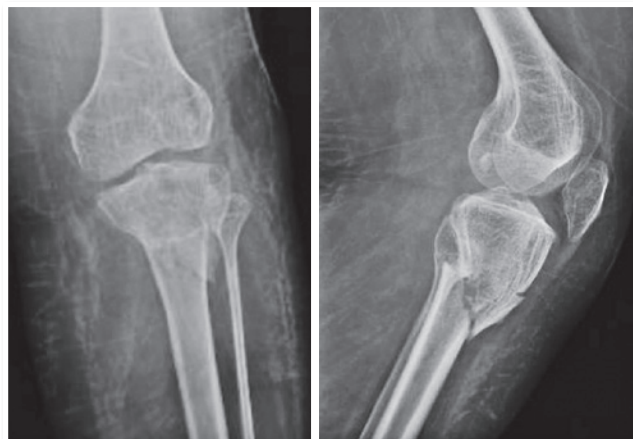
Radiografias AP e Perfil realizadas atendimento inicial
